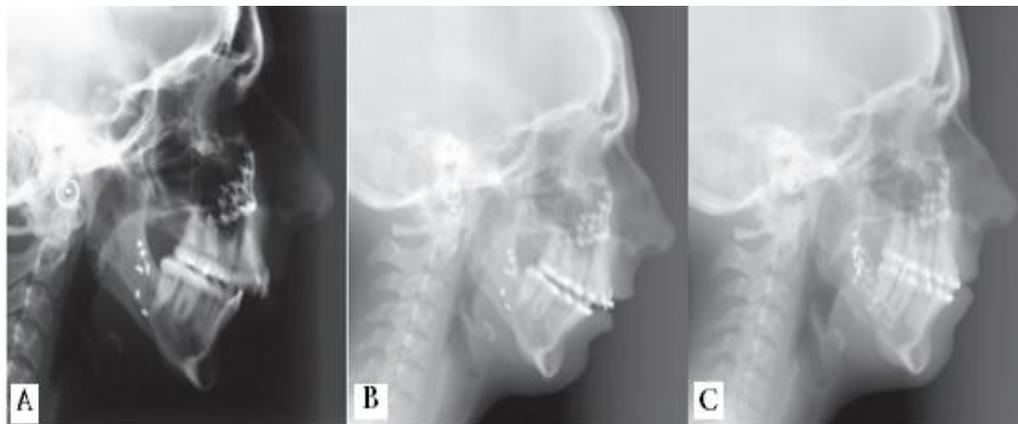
Radiografías lateral de Cráneo de una paciente sometida a cirugía secundaria.
